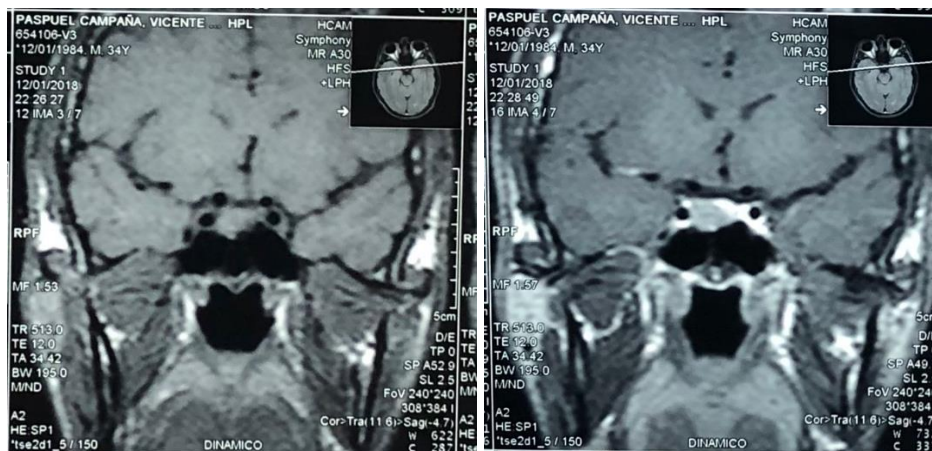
Resonancia Magnética corte sagital contrastada en el que apreciamos Macroadenoma Hipofisario de 11x12x11 mm
